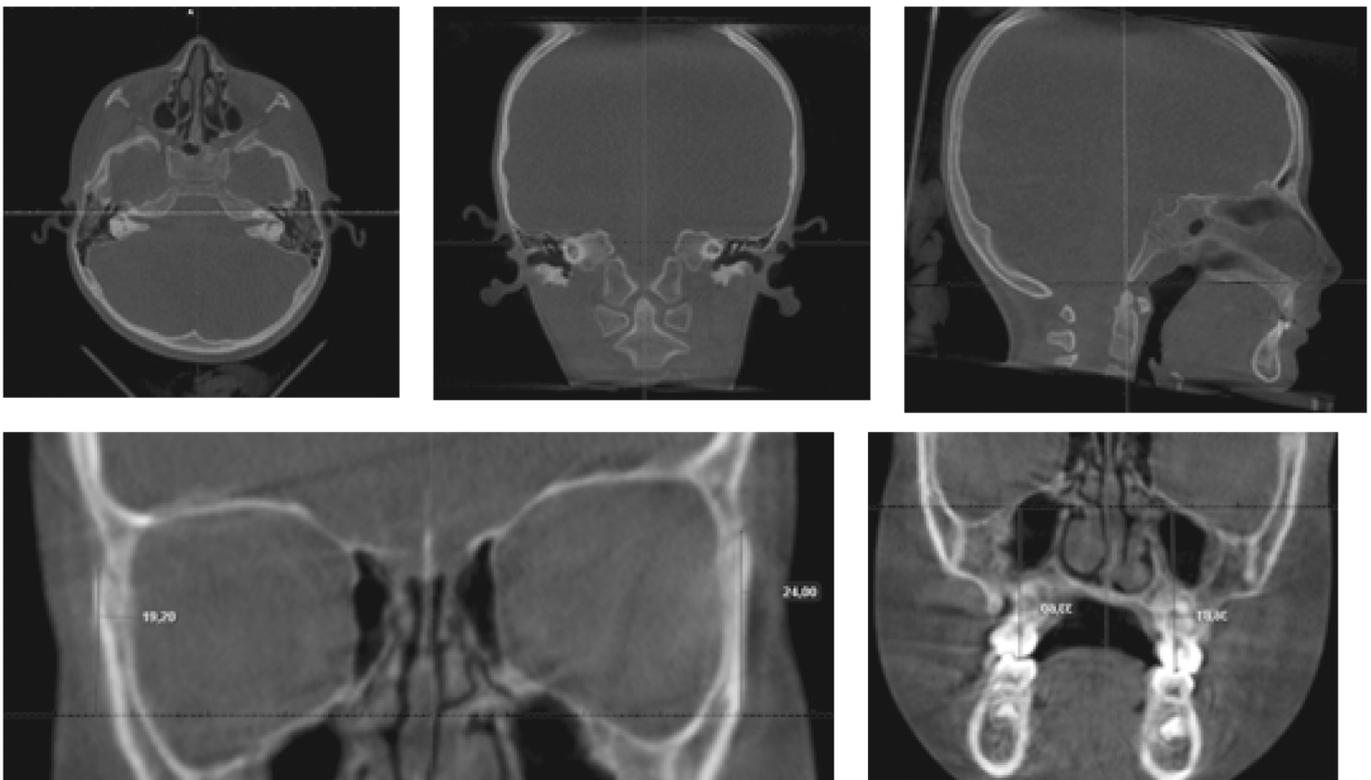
Томографическая оценка пространственного положения структур черепа (1 — Центрирование черепа; 2 — Идентификация улиток на фронтальном срезе; 3 — Определение горизонтальной оси координат по точкам ANS и Ва; 4— Измерение крена клиновидной кости в проекции орбит; 5 — Анализ крена верхней челюсти)
